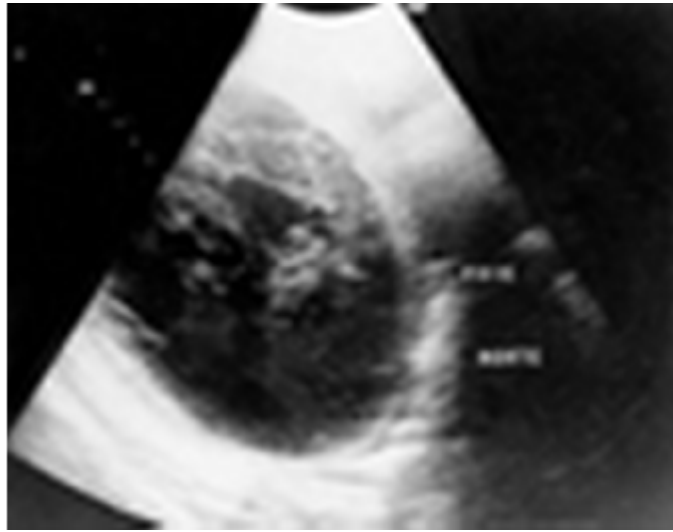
L'examen échographique montre un hématome sous-capsulaire du foie comprimant le parenchyme adjacent [63].
